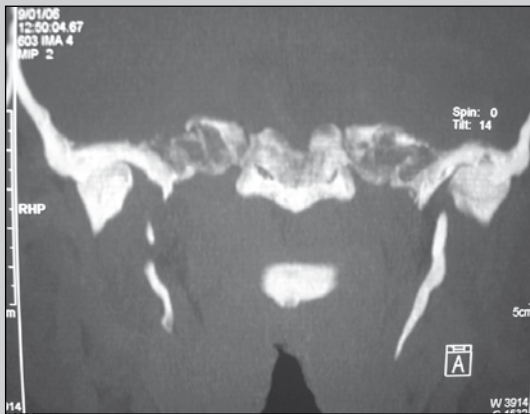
Corte coronal de TC de cuello. Se observa un alargamiento de la apófisis estiloides izquierda, con un largo aproximado de 32 mm.
